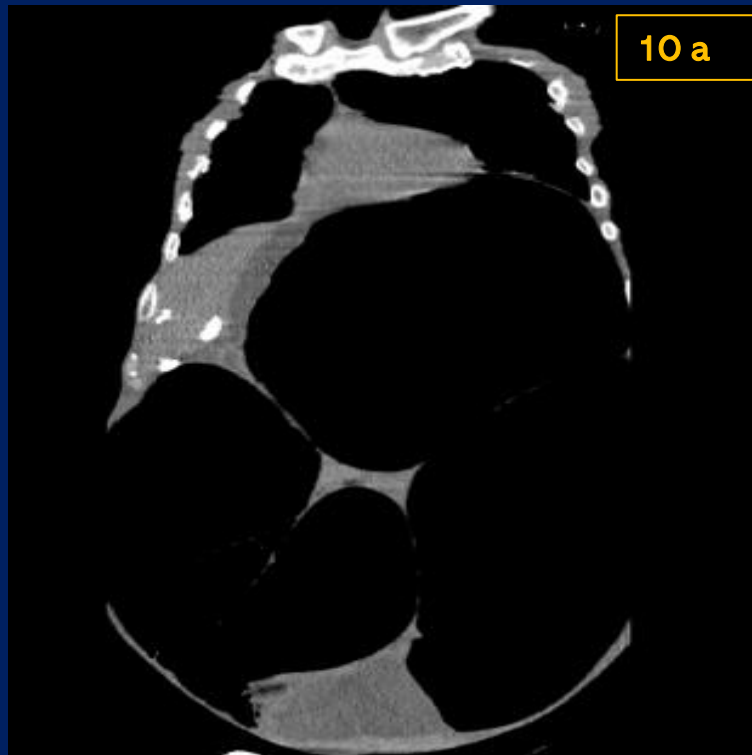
Tomografía de abdomen con contraste ev. en reconstrucción coronal(a) y sagital (b) donde se observa marcada dilatación del colon derecho desde fosa iliaca derecha hasta hipocondrio izquierdo.
